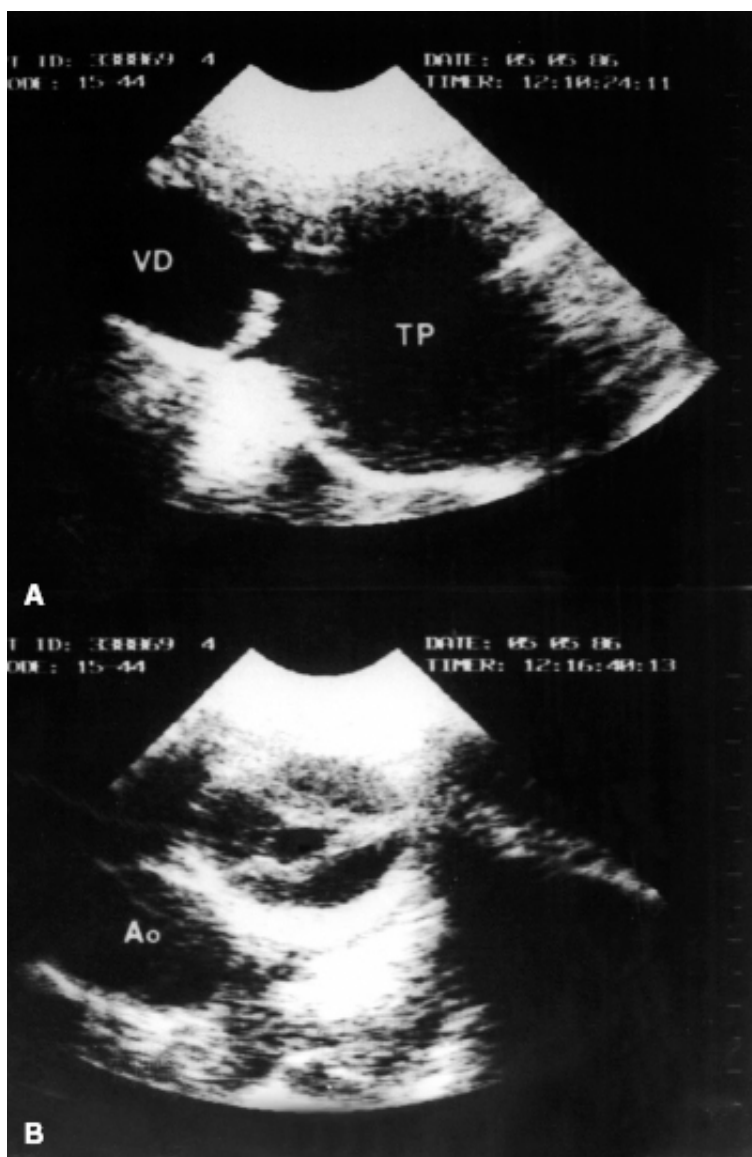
Ecocardiograma. A. Corte paraesternal mostrando a via de saída do ventrículo direito. A valva pulmonar apresenta folhetos espessados, fusão de comissuras, abertura central grande. Há dilatação do tronco pulmonar. B. Corte paraesternal alto mostrando ambas as valvas semilunares. Valvas pulmonar e tricúspide, com espessamento de folhetos e fusão comissural. O anel pulmonar é normalmente desenvolvido.
